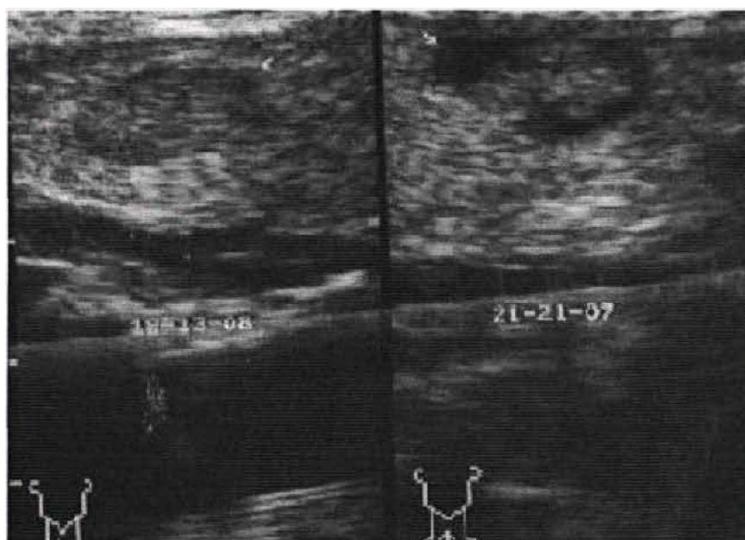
УЗИ ЩЖ. Узел правой доли у больного с фолликулярной аденомой
